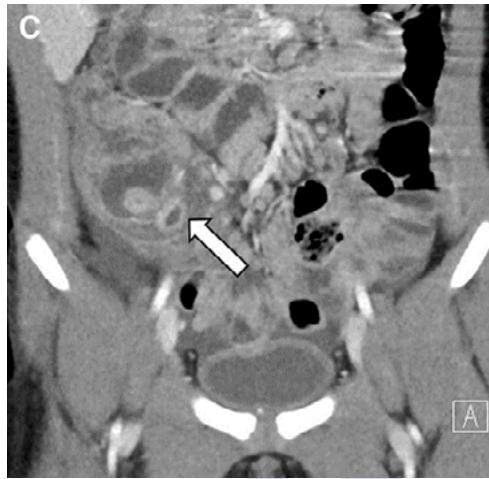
TC de apendicitis aguda perforada y flemón (flecha). Fuente: Rentea RM., et al., *Pediatr Surg Int*, 2016;33(3):269-83. Reproducida bajo licencia de Springer Nature.
